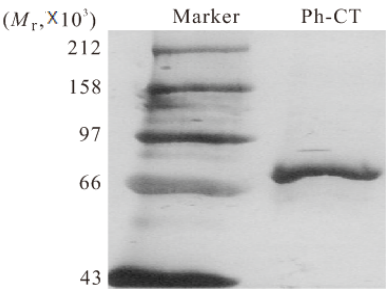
Ph-CT 的 SDS-PAGE 凝胶电泳图谱
